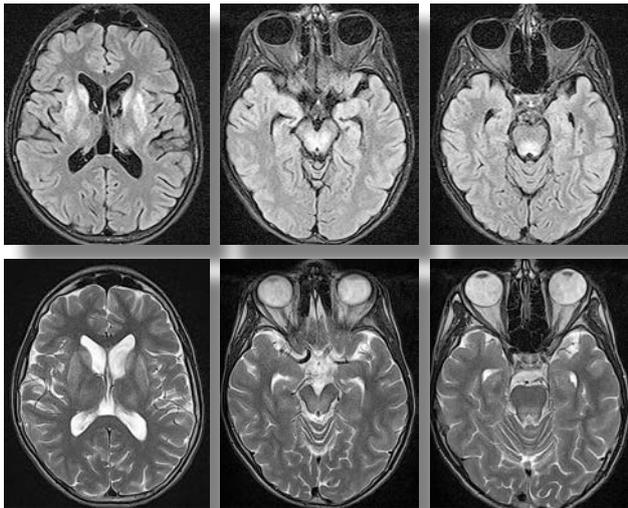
МР-томограми головного мозку в режимах T2 і T2/Flair із типовими ознаками хвороби Вільсона
